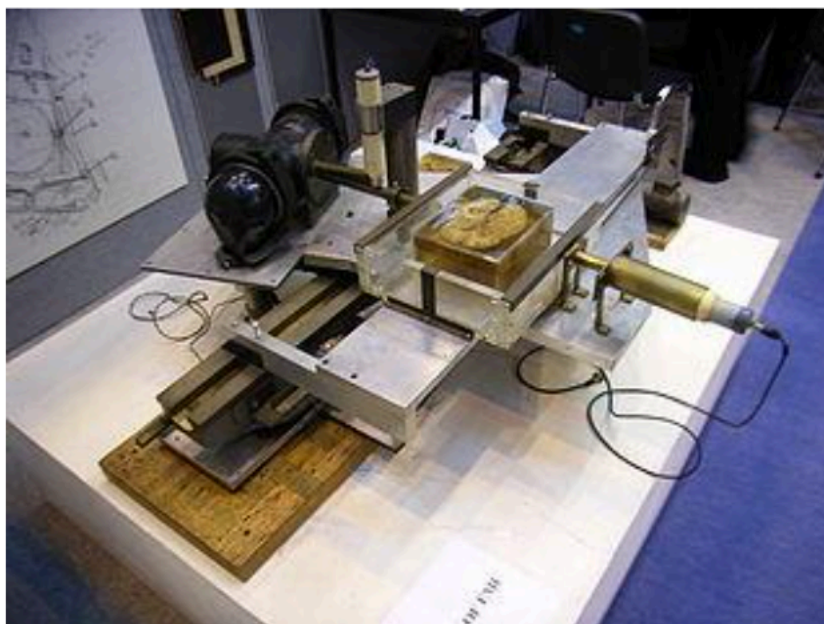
Прототип первого компьютерного томографа (Cormack, Hounsfield 1979г.)
